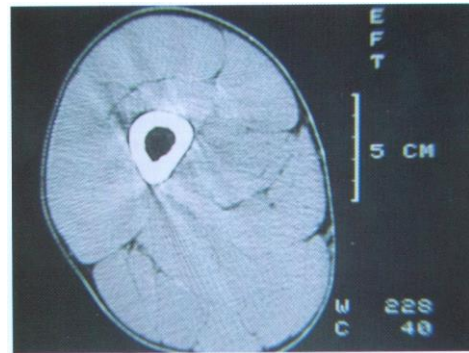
Computertomographischer Muskelquerschnitt (Q2) beim einem spastischen Patienten NACH der FES-Trainingsperiode.
